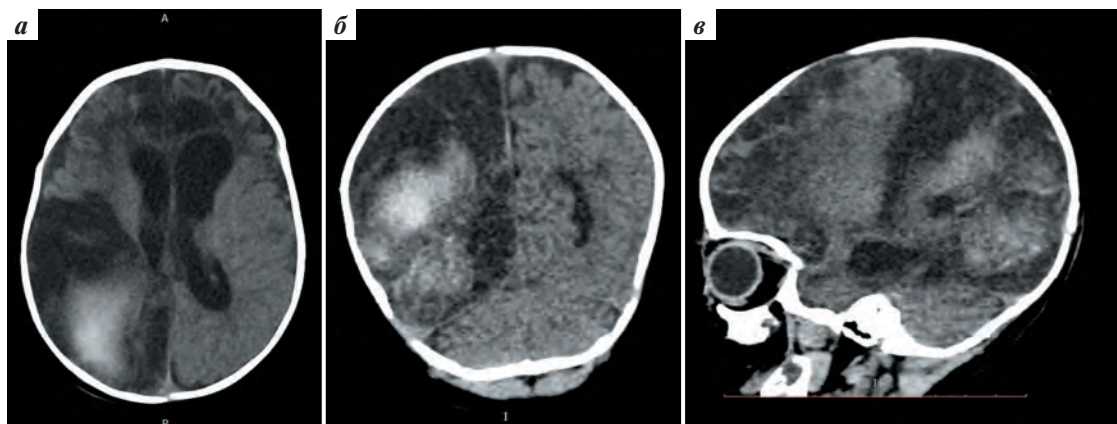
Мультиспиральная компьютерная томография головного мозга через 2 нед после оперативных вмешательств: а — аксиальный срез; б — сагиттальная реконструкция; в — коронарная реконструкция
